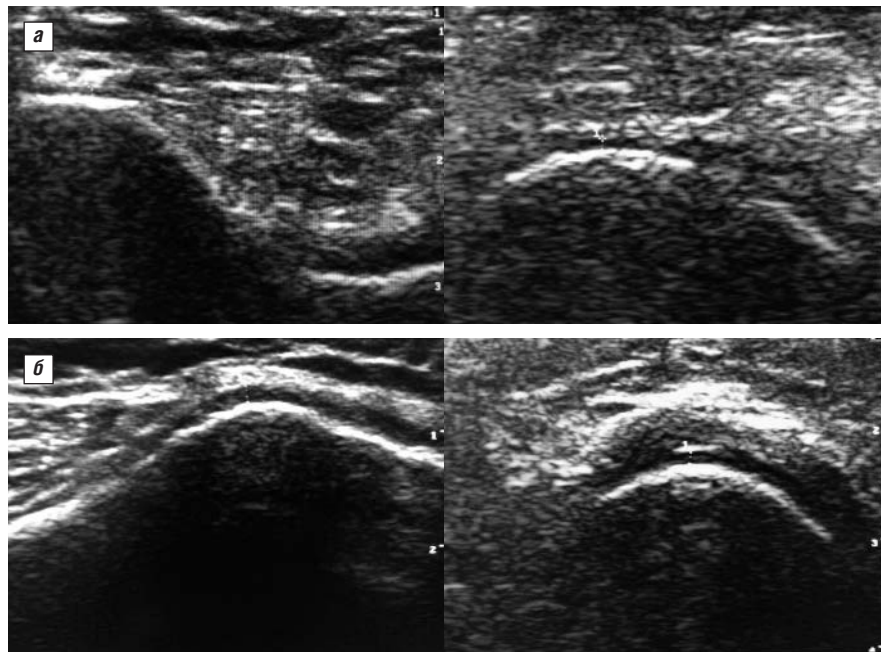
Данные УЗИ коленных суставов больной А.М.: а — до лечения, б — через 24 нед после начала лечения
